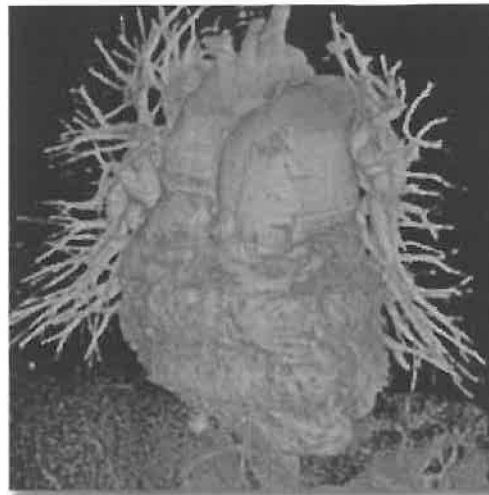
RTG srdce a plic (10)
